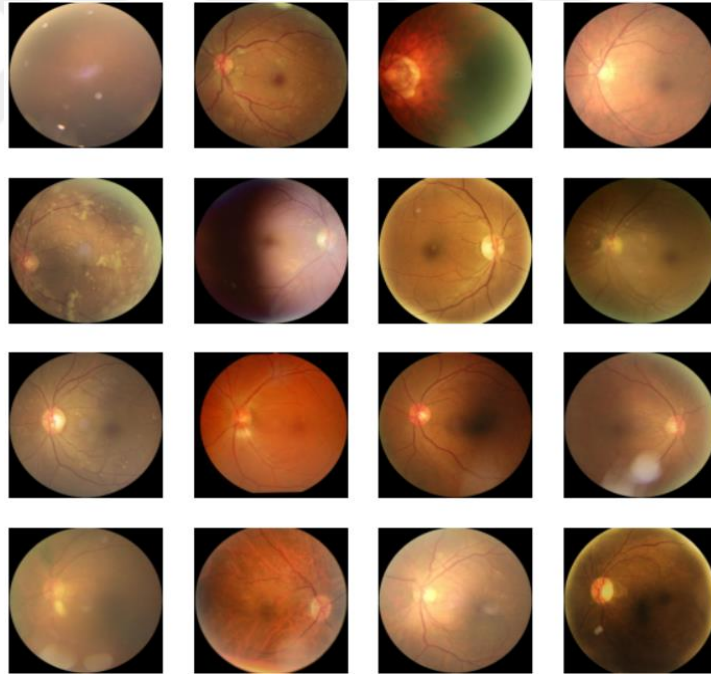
Diyabetik Retinopati Tomografi Fotoğrafları
